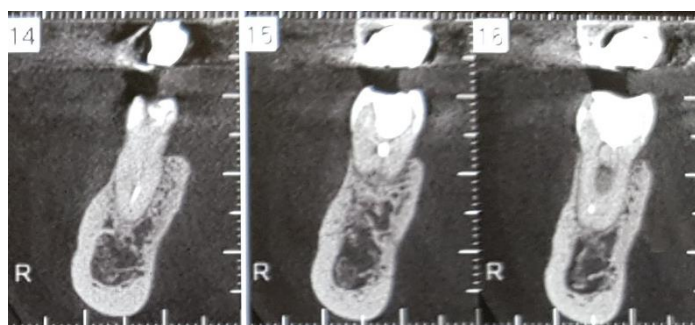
Tomografia de feixe cônico evidenciando raiz Distal
